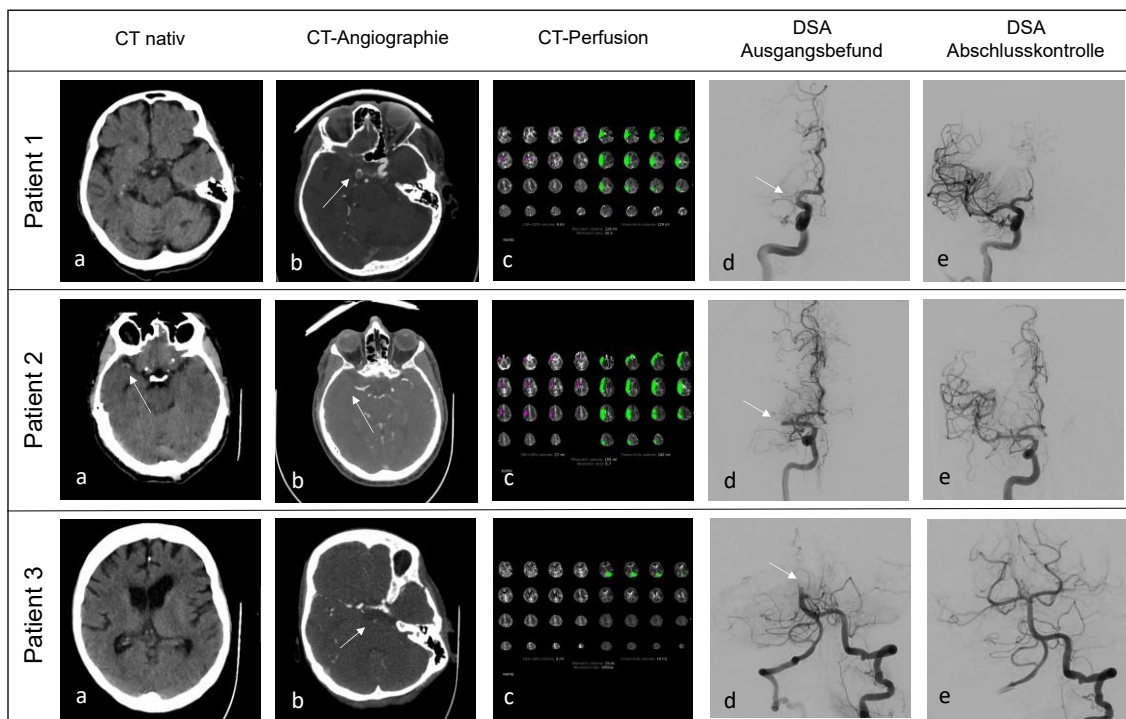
Darstellung der initialen CT-Bildgebung und der digitalen Subtraktionsangiographie (DSA).
